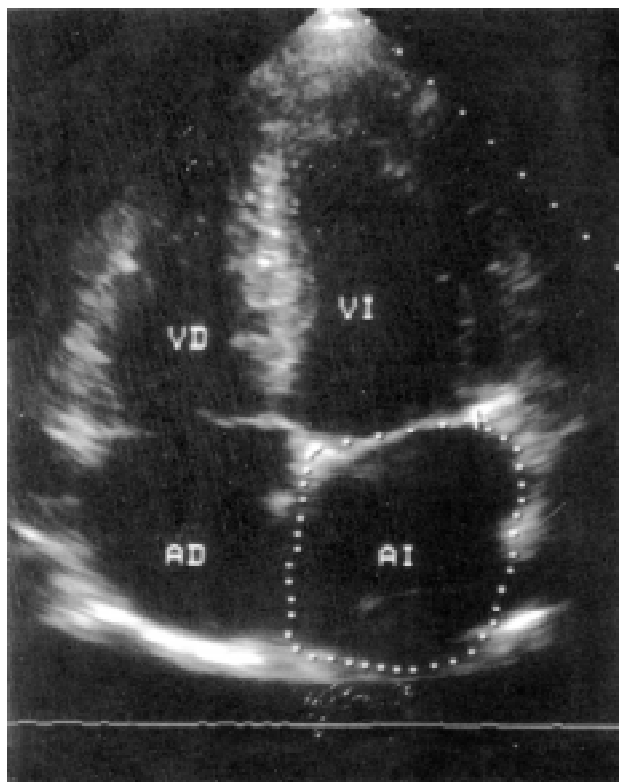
Ecocardiograma del jugador de rugby de la Figura 4. Valores hallados: diámetro diastólico ventricular izquierdo: 56 mm. Diámetro sistólico ventricular izquierdo: 34 mm. Septum interventricular en diástole: 11 mm. Pared posterior en diástole: 10 mm. Aurícula izquierda: 39 mm.
